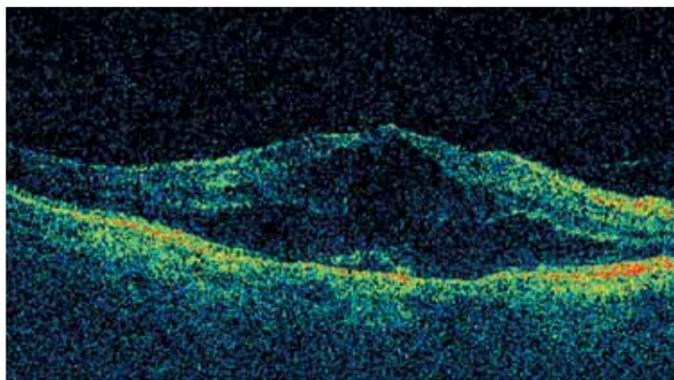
Макулярный отек на оптической когерентной томограмме
